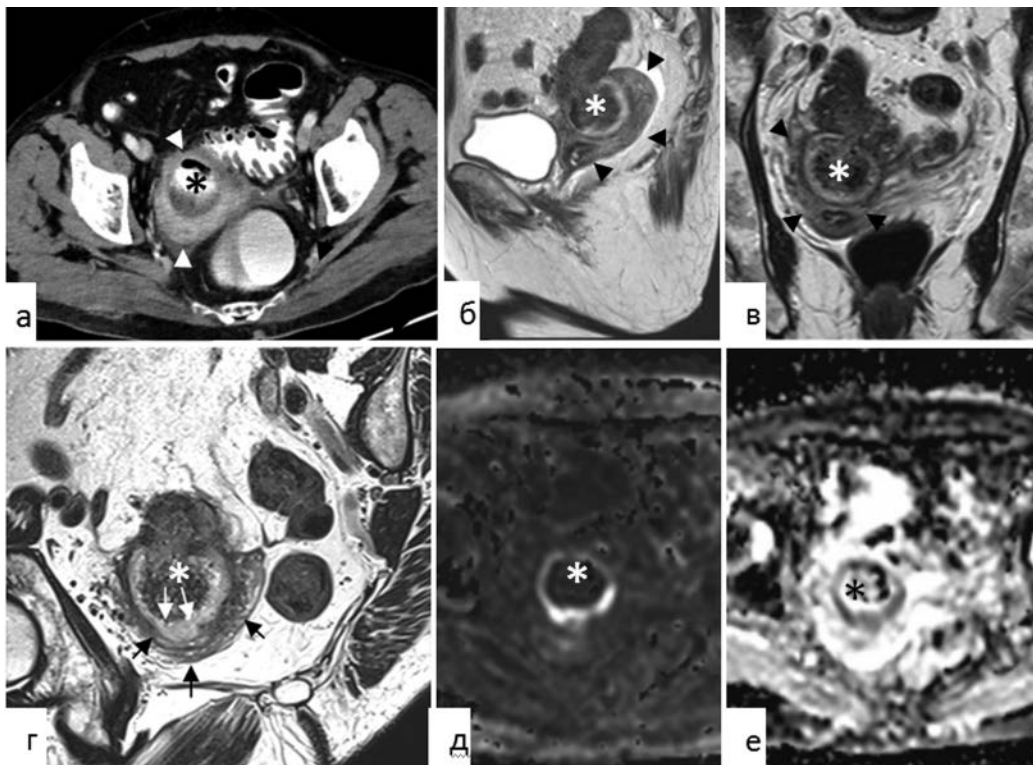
Результаты исследования малого таза после противовоспалительного лечения. КТ с внутривисветным и внутривенным контрастированием (а). T2 взвешенное МРТ изображение в сагиттальной (б), коронарной (в) и косо-аксиальной (г) плоскостях. Диффузионно-взвешенное изображение (д) и карта измеряемого коэффициента диффузии (е) в аксиальной плоскости. Дивертикул внедрился в культю матки (головки стрелок), виден просвет дивертикула (звездочка). Небольшой участок стенки дивертикула с неровным контуром (белые стрелки), распространяющийся в строму шейки матки (черные стрелки) определяется только на изображении высокого разрешения в косо-аксиальной плоскости, перпендикулярной дну дивертикула (г)
